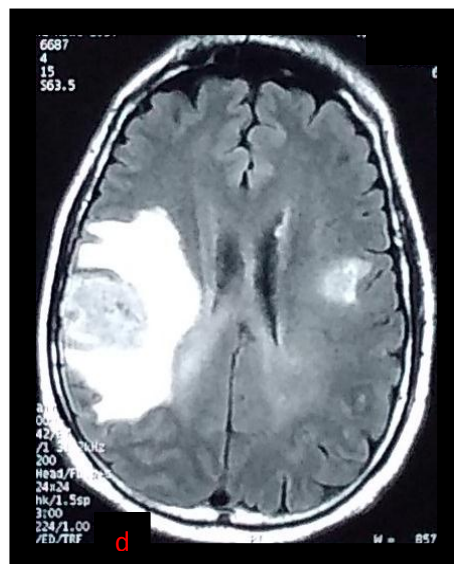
(a): IRM cérébrale en coupe axiale en pondération T1 , sans injection de PDC montrant la présence de deux lésions nodulaires intra-parenchymateuse cérébrales se présentant en hyposignal et entourées d'un œdème cérébral ; l'une est temporale droite et mesure 40\*28mm et l'autre temporale gauches et mesurent 15mm de diamètre ;
